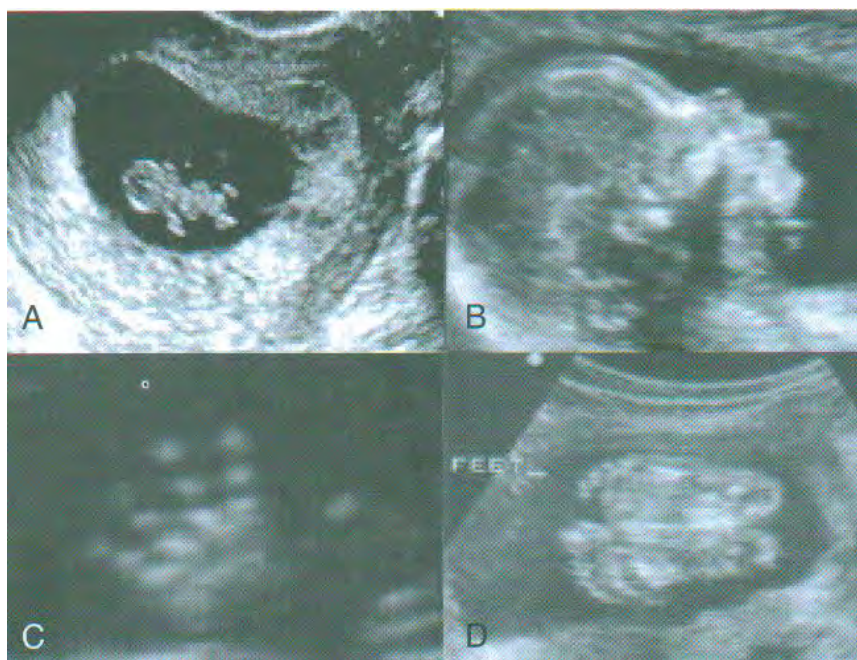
Ecografía A. Embrión de 6 meses. B. Vista lateral de la cara del feto. C. Mano. D. Pies.²⁹
